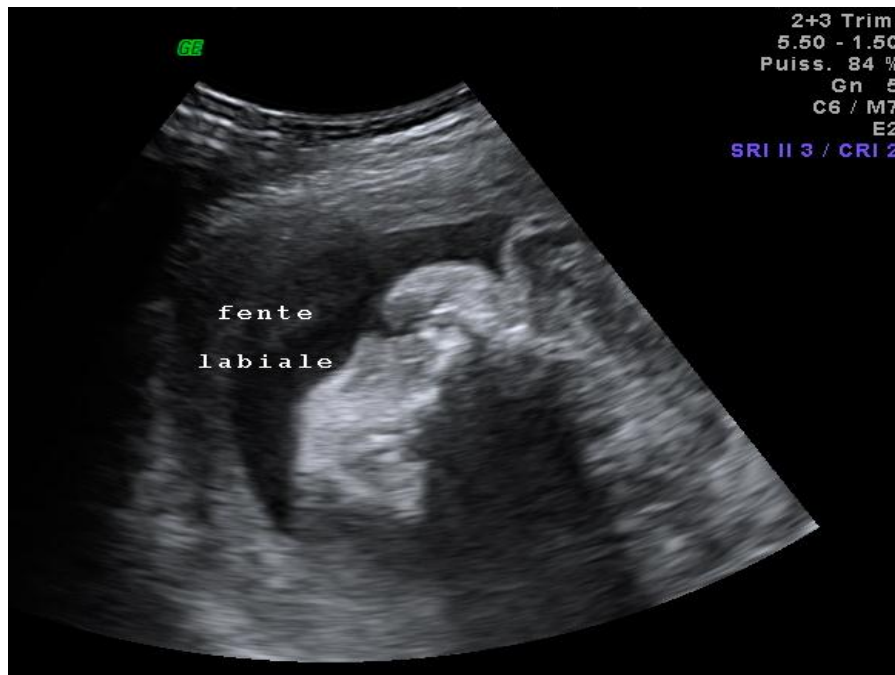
Image échographique de la fente labiale (102)
